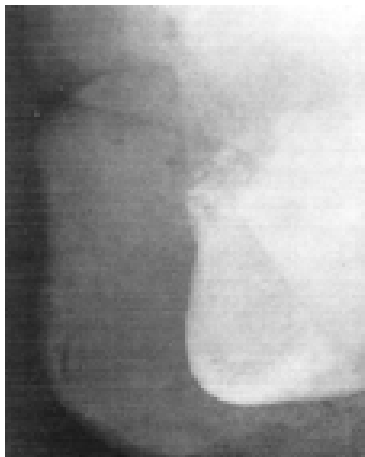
Telerradiografía de Perfil
